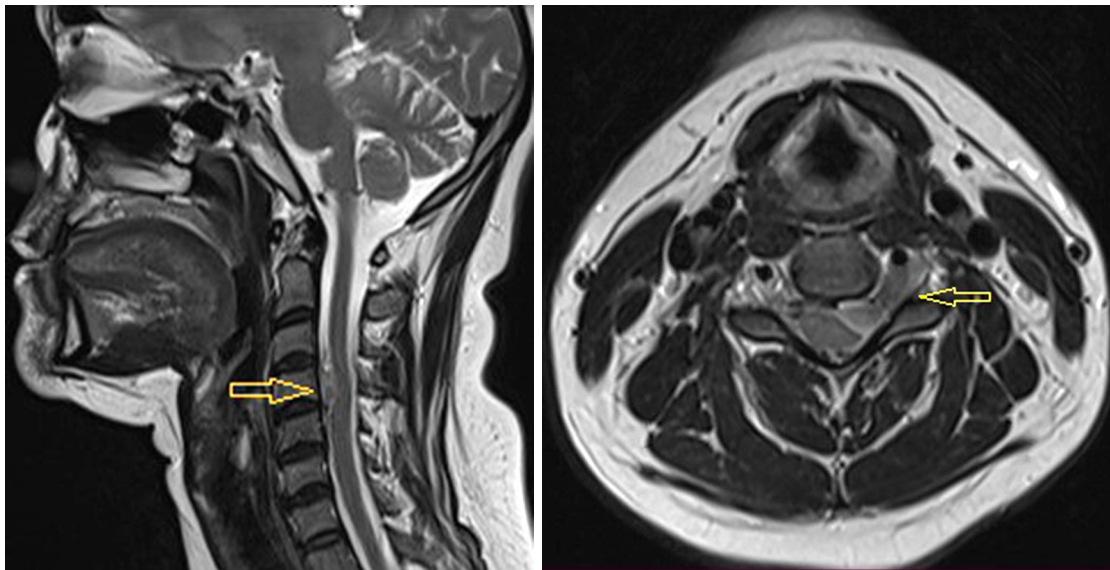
МРТ шийного відділу хребта з контрастуванням, T2-режим. Стрілка вказує на інтра-екстравертебральну пухлину, що поширюється крізь міжхребцевий отвір. Розміри пухлини – 13,0×22,0×8,5 мм
